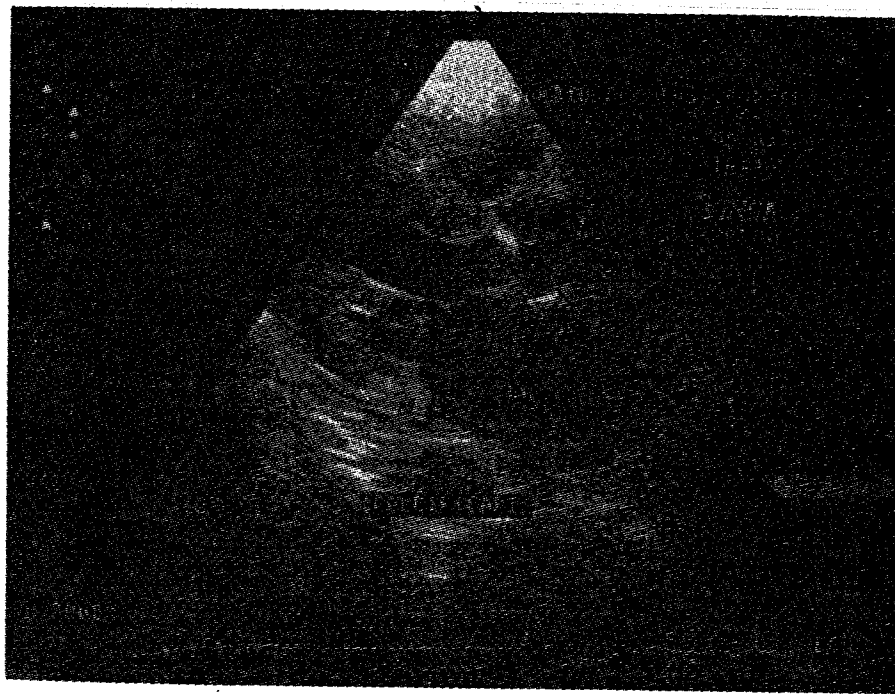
Ecocardiogramă bidimensională, secțiune longitudinală parasternală la un bolnav cu stenoză aortică. Valvele aortice (săgețile) sunt îngroșate cu calcificări. Ventriculul stâng cu hipertrofie importantă de pereți (15 mm).
